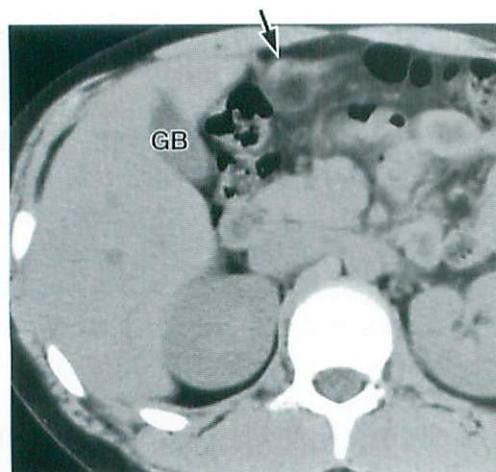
3b Plain CT performed one month after the onset showed reduction of the lesion (arrows). The size of the lesion was almost 2cm.
